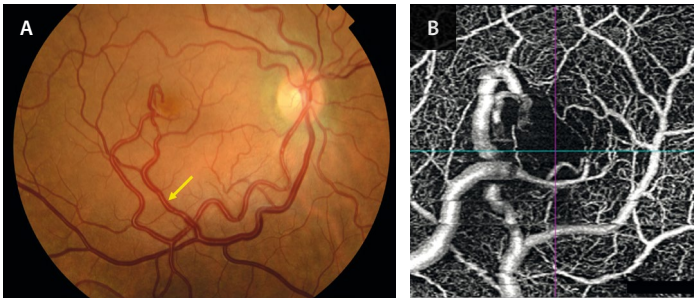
Malformación arteriovenosa de tipo 2. A) La retinografía en este caso muestra la comunicación entre una arteria y una vena de mayor calibre. Llama la atención cómo la vena está arterIALIZADA (flecha amarilla). B) La angiografía por tomografía de coherencia óptica demuestra la relación entre la arteria (superficial) y la vena (más profunda) en el plexo capilar superficial; sin embargo, no se ve la comunicación arteriovenosa, al estar localizada a nivel del plexo capilar profundo (solo se intuye).
